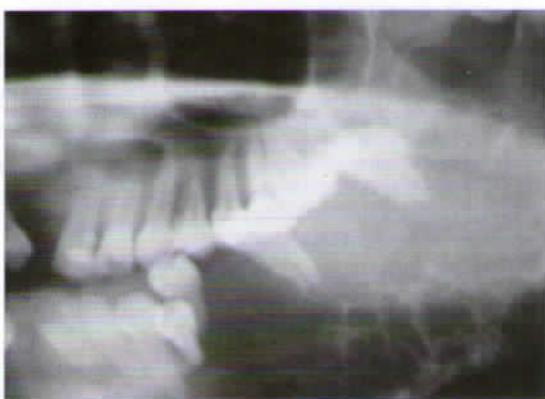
Mixoma – radiografia panorâmica da paciente anterior mostrando lesão radiolúcida com finas trabéculas ósseas centrais e destruição de corticais.
